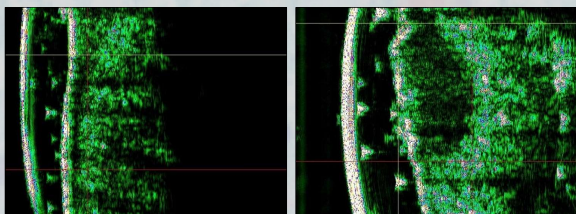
CBC superficial (Ecografia)
